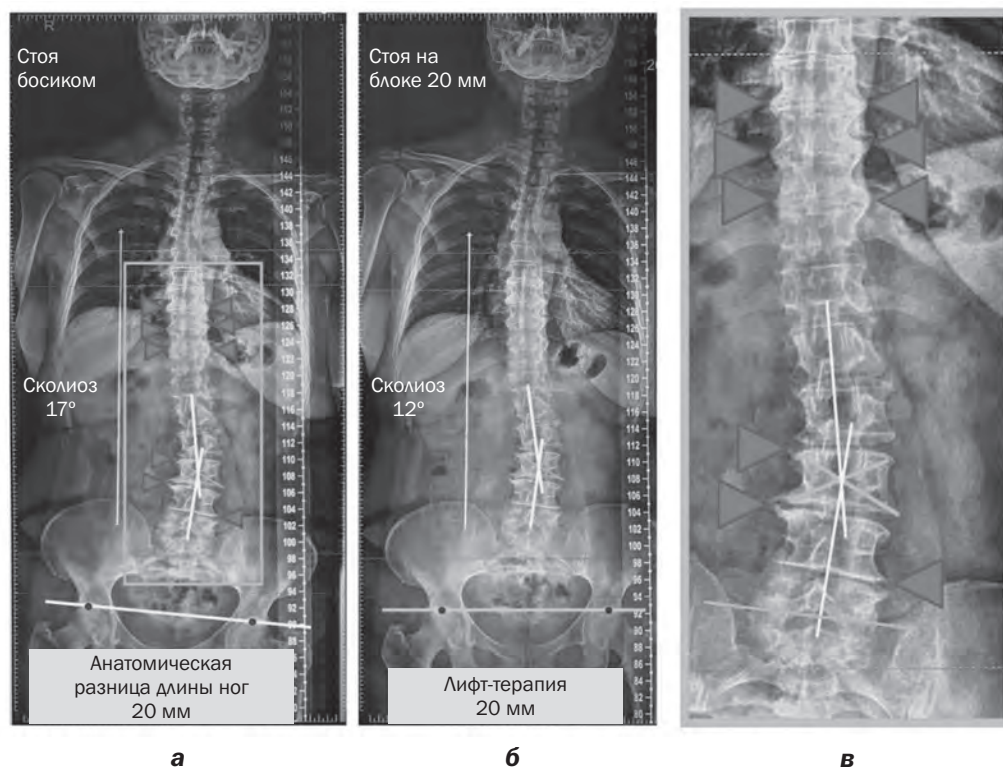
Постуральная рентгенография: оценка степени выравнивания позвоночного столба при лифт-терапии (остеофитные выросты), из собственных наблюдений авторов
